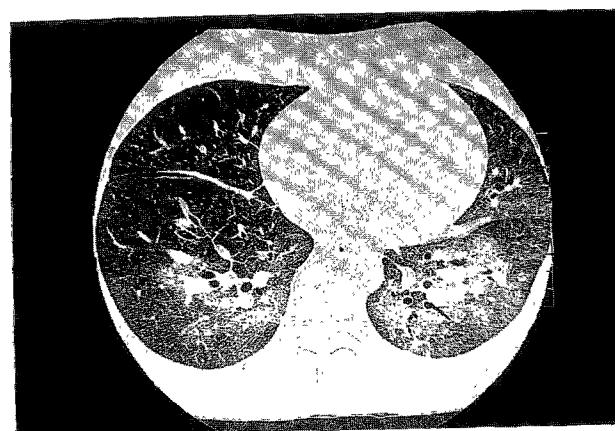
Chest CT : ground glass opacities in the posterior segment of left upper lobe and both lower lobes.
